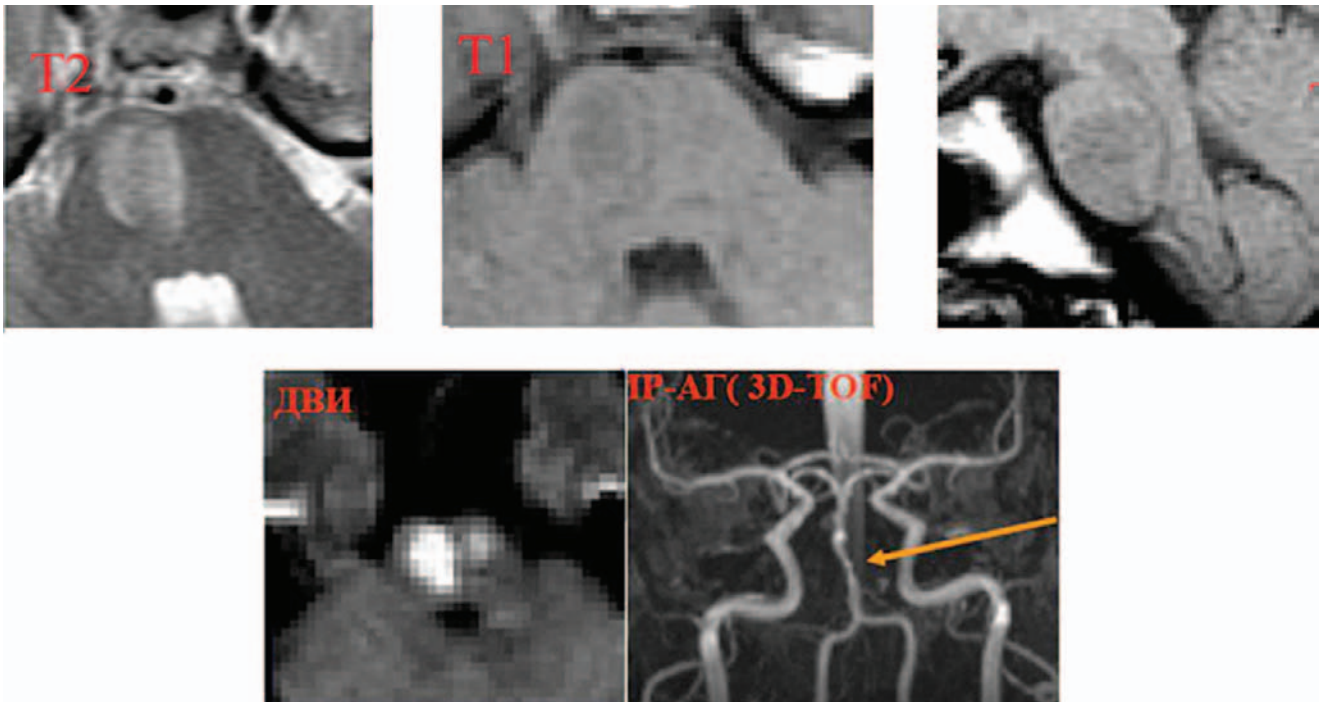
МРТ. Вогнища ішемії в стовбурі мозку (гіперінтенсивні вогнища в Т2 33 і в режимі дифузійно-зваженого зображення, практично ізоінтенсивні в Т1 33 свідчать про гостру стадію ішемії). МРА демонструє стеноз основної артерії
